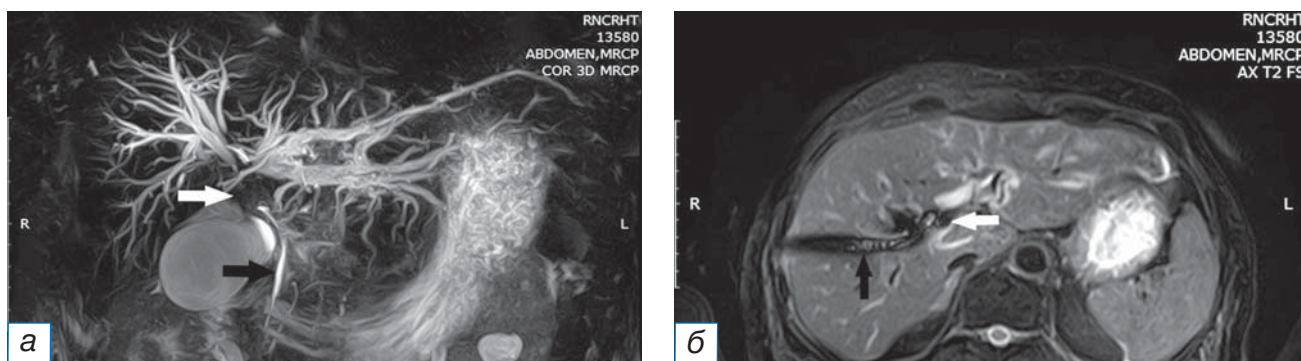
Тот же больной через 2 мес. Магнитно-резонансная томография, совмещенная с холангиографией: визуализируются расширенные протоки левой доли печени: а, б — опухоль желчных протоков (белая стрелка), холангиодренаж, установленный через правую долю печени (черная стрелка).
